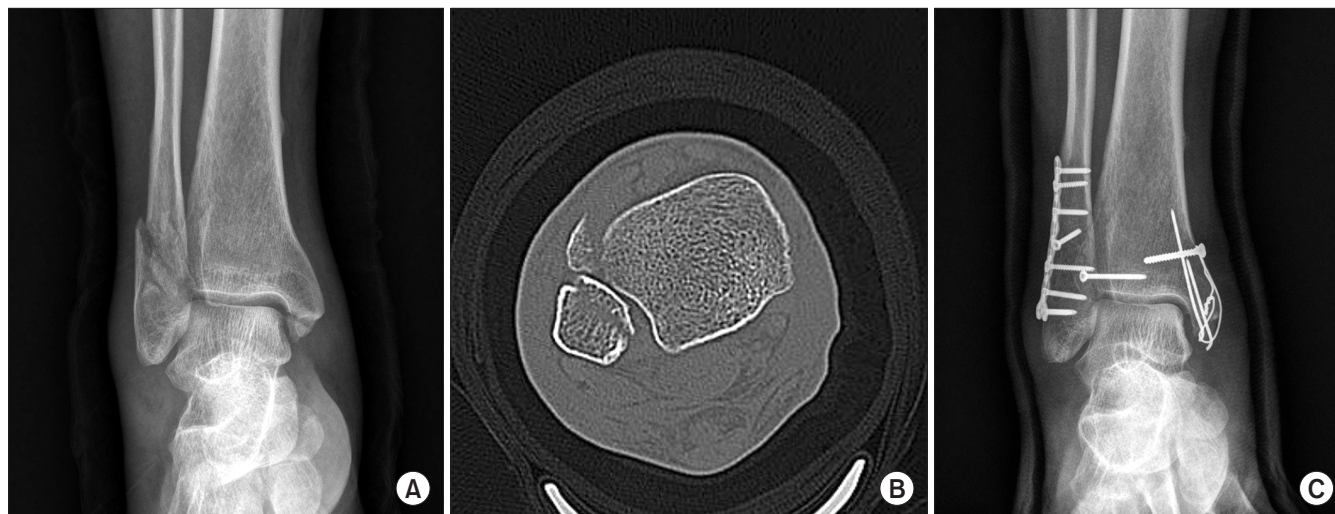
(A) Other fracture line was missed by initial plain radiograph. (B) Additional Chaput tubercle fracture was found after reviewing the axial view of computed tomography image. (C) Chaput tubercle fragment was fixed with one 2.7 mm cortical screw.
